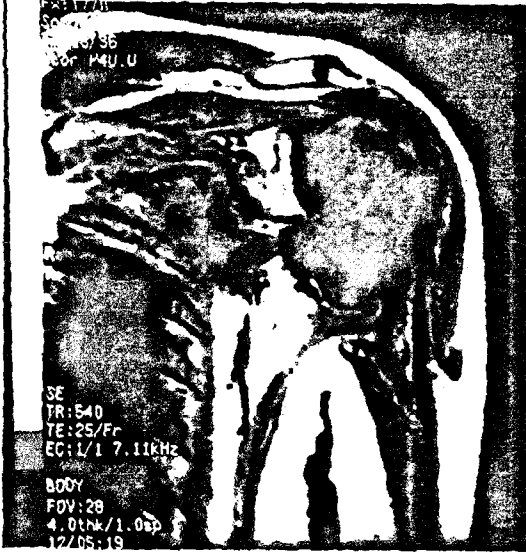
T1 ağırlıklı koronal (A), T2 ağırlıklı sagittal (B), Kontrast madde sonrası T1 ağırlıklı sagittal (C) MRG görüntülerinde sol omuzda deltoid kası içerisinde T1 ağırlıklı görüntülerde hipointens, T2 ağırlıklı görüntülerde hiperintens, kontrast madde sonrası periferal kontrastlanan, düzgün sınırlı kitle lezyonu.
